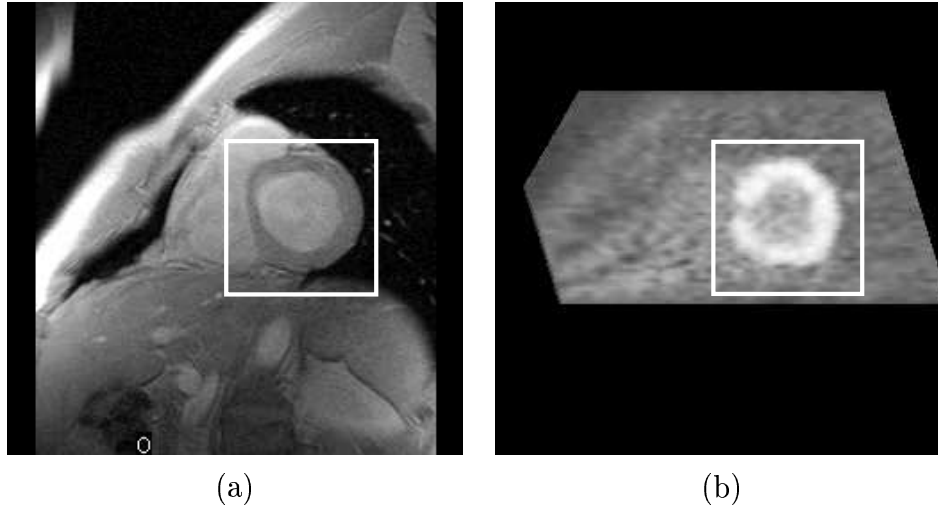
Image du coeur sain en vue petit-axe avec la région d'intérêt contenant le ventricule gauche (a) coupe IRM, (b) coupe TEP simulée correspondante
